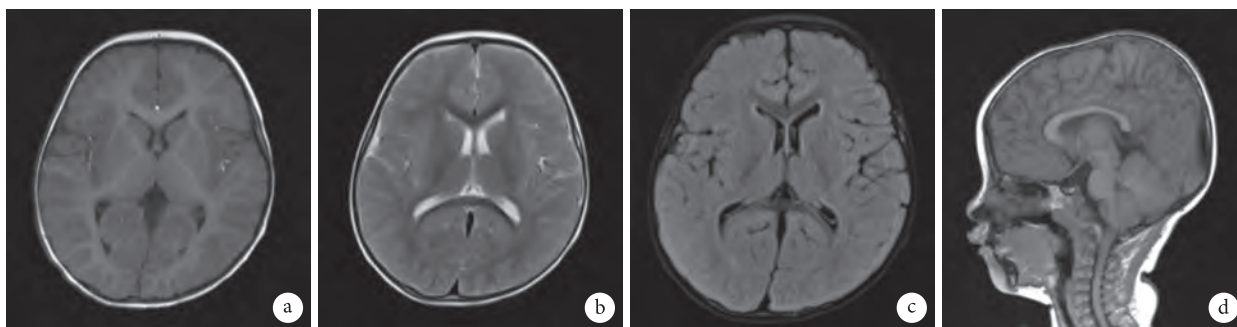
患儿头部MRI平扫示:小脑扁桃体下疝 (Chiari-I型);波谱成像未见明显异常
